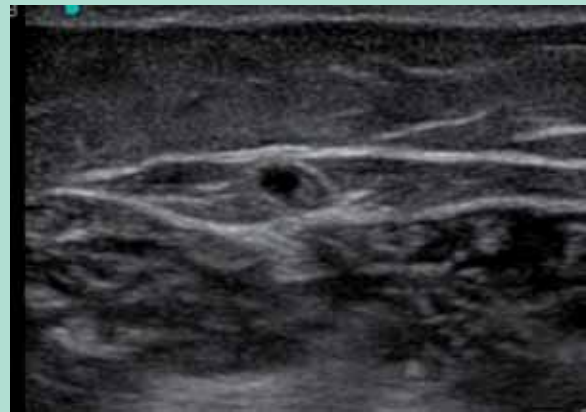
Écho-Doppler de la GVS, 1 an après la grossesse.
